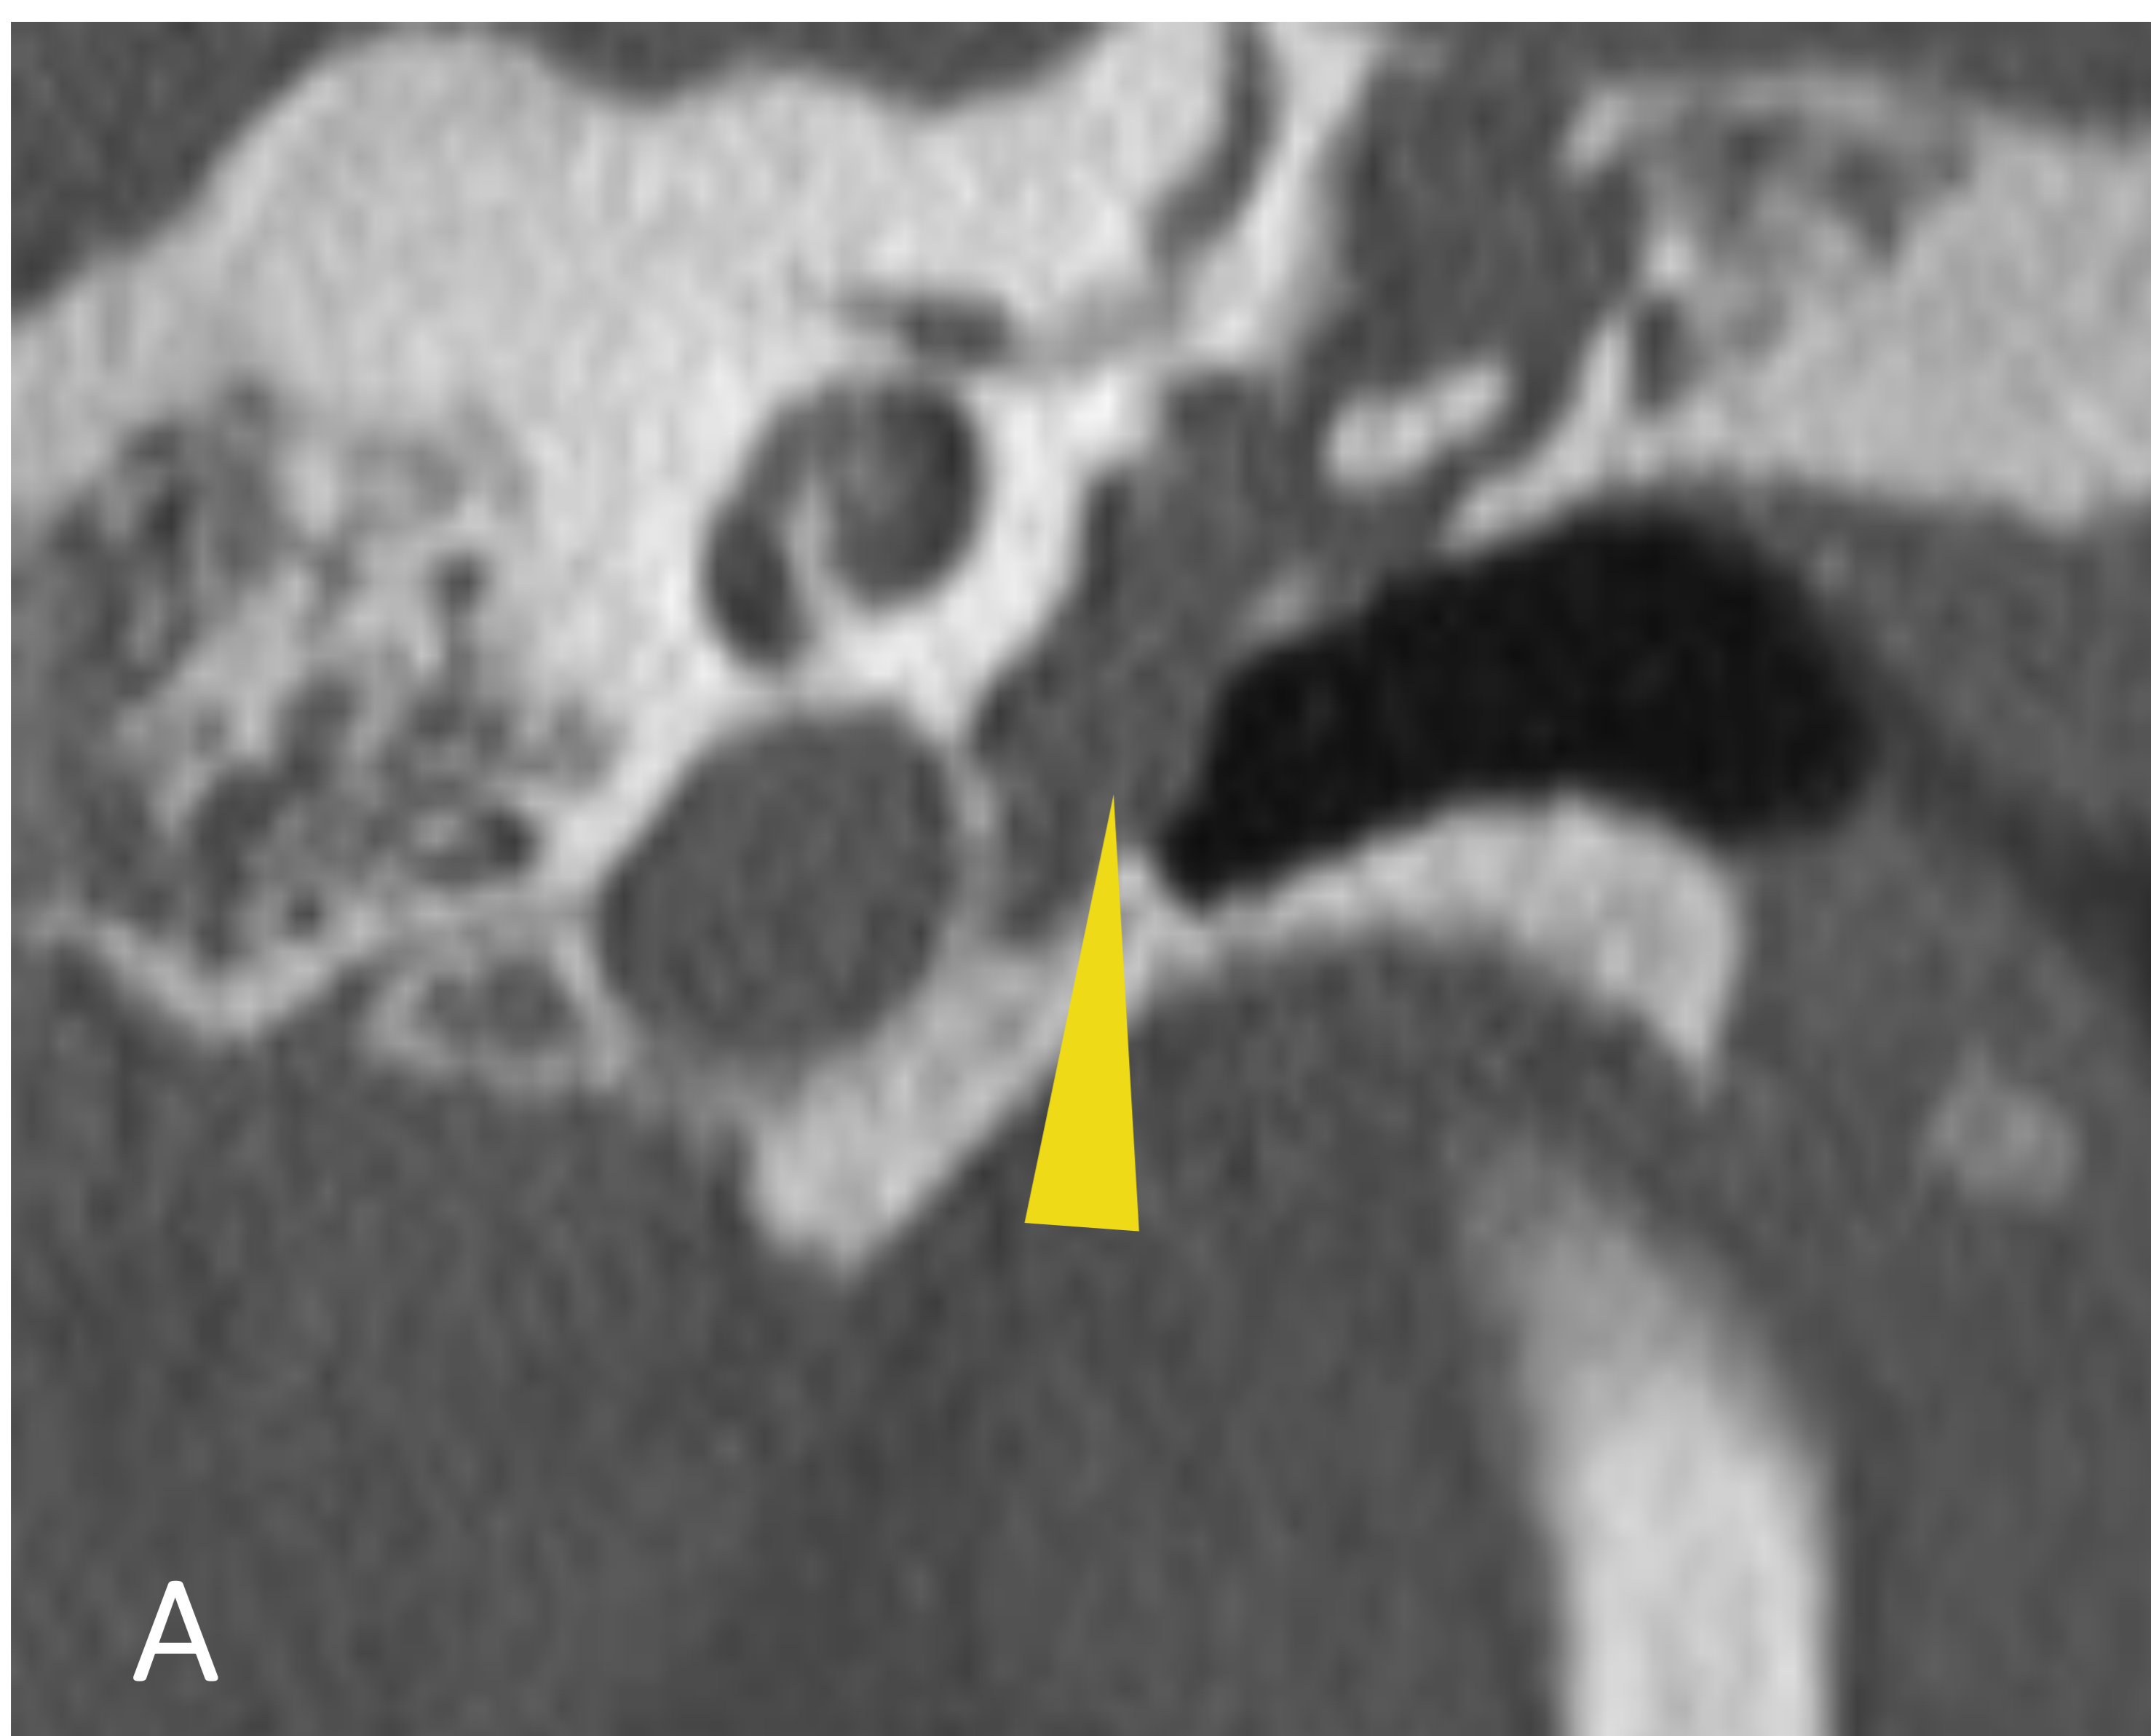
TC coronal. Opacificación de OM (cabeza de flecha)
